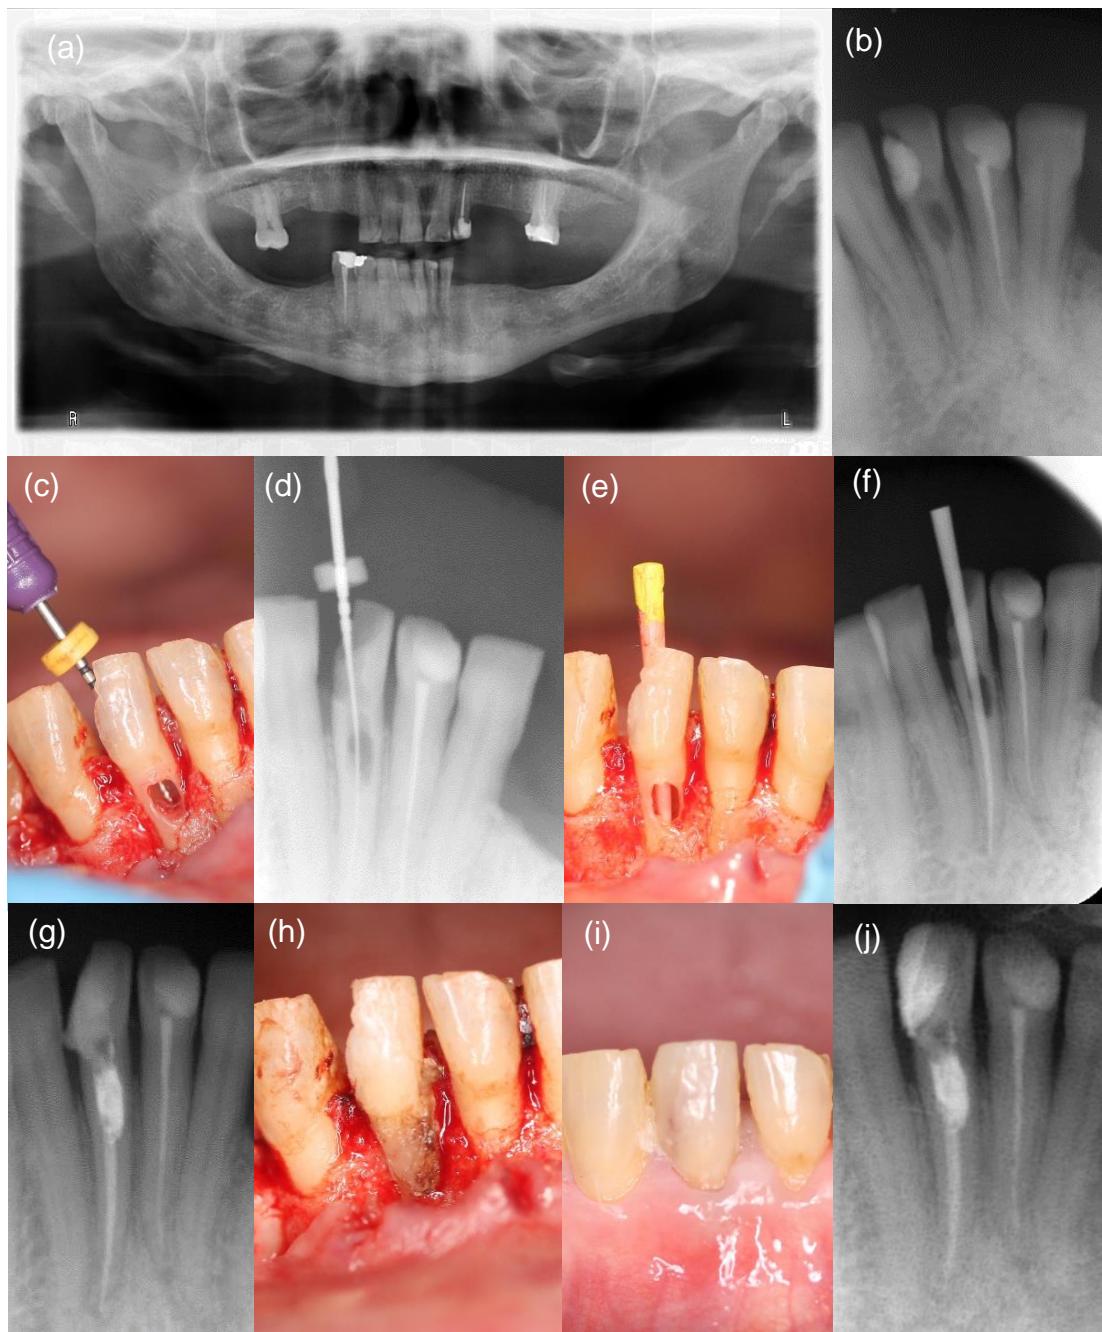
Caso 1 - Ortopantomografia, fotografias intraorais e radiografias periapicais. a) Ortopantomografia b) Radiografia periapical pré-cirúrgica: Radiolucidez no terço apical da raiz e presença de uma restauração c) Fotografia intraoral, abordagem cirúrgica cirúrgica – Descolamento da mucosa gengival para acesso direto à reabsorção d) Radiografia periapical, permeabilização do canal radicular e confirmação do comprimento de trabalho e) Fotografia intraoral - Conometria f) Radiografia periapical, tratamento endodôntico – Instrumentação mecanizada e obturação g) Radiografia periapical pós-cirúrgica h) Fotografia intraoral, selamento da reabsorção radicular - Restauração da reabsorção radicular com ionómero de vidro e reposicionamento do retalho i) Fotografia intraoral, pós-operatório 14 dias – Restauração direta definitiva a resina composta j) Radiografia periapical de controlo aos 6 meses.
